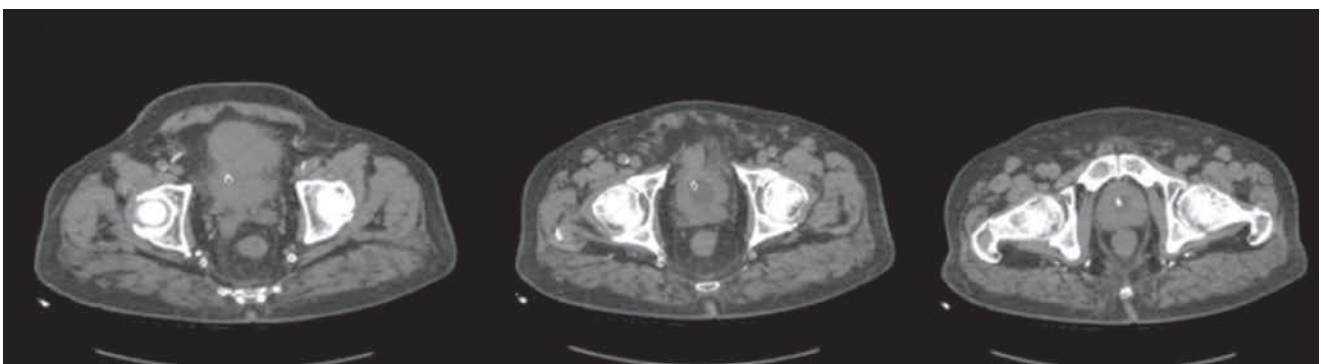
TAC, cortes transversales: tras la antibioterapia.
